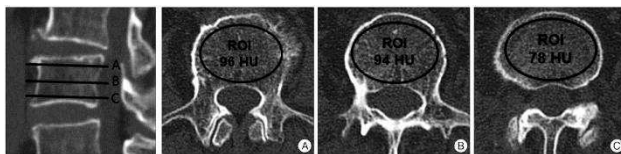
КТ-сканы позвонка L3 с определением области интереса и среднего числа Хаунсфилда [15]
